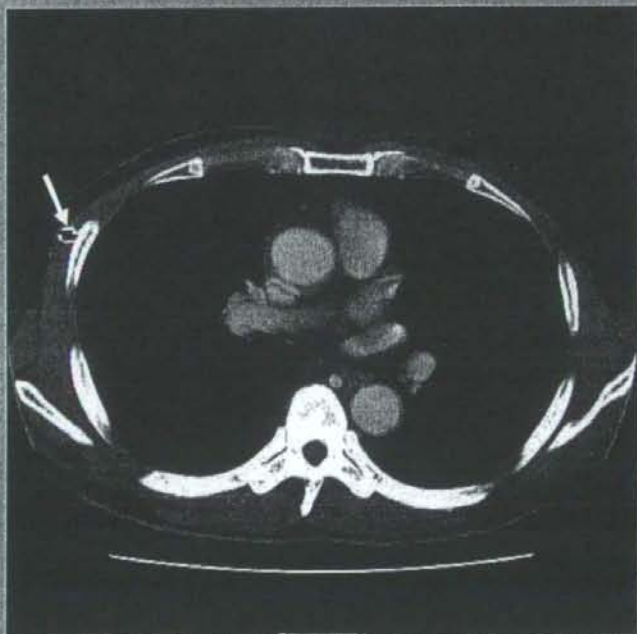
胸腔鏡により胸膜中皮腫であるとの診断時の胸部CT
